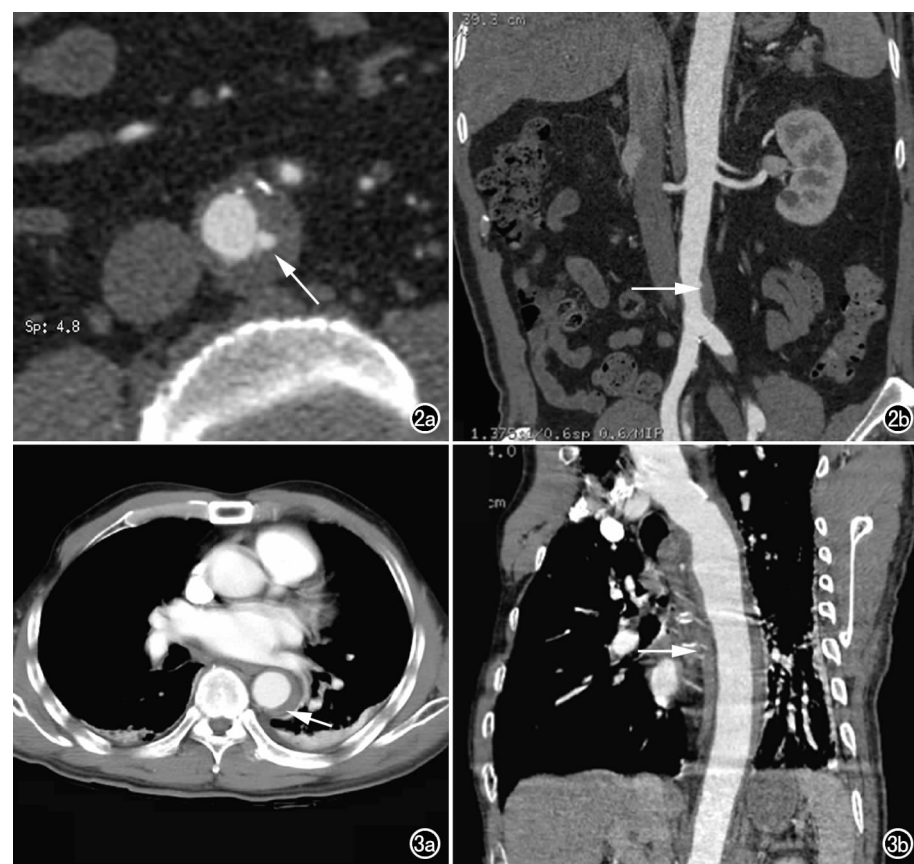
不典型主动脉夹层。a) CT 轴面增强图像(仰卧)示溃疡(箭)并血栓,钙化的内膜位于外侧,中层的低密度为血栓; b) CT 增强冠状面图像(二维)示病变局限于腹主动脉远端一侧(箭)。 图 3 不典型主动脉夹层。a) CT 轴面增强图像(仰卧)示壁内血肿(箭),表现为沿主动脉的环状低密度影; b) CT 增强矢状面图像(二维)示病变自弓部至肾动脉水平(箭)。
